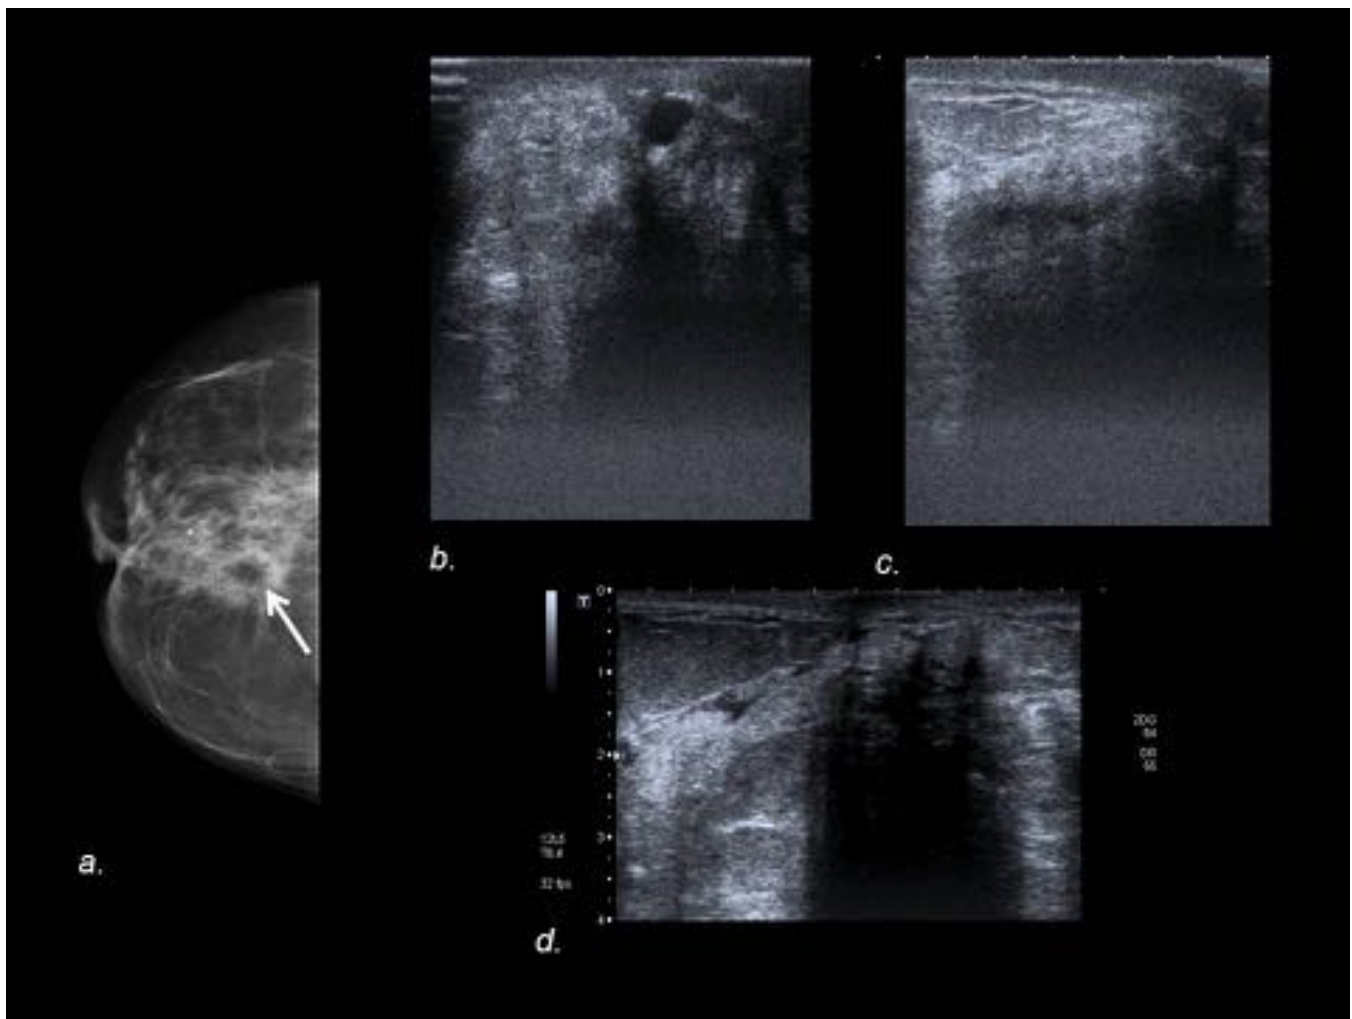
La mamografía (a) evidencia una asimetría focal retroareolar derecha con área radioluciente en su interior (flecha). En ecografía (b,c) se visualiza un área ecogénica mal definida con un nódulo quístico en su interior y un área hipoecogénica (d) mal definida, con sombra posterior que fue sometida a BAG ecoguiada con diagnóstico anatomopatológico de necrosis grasa.
